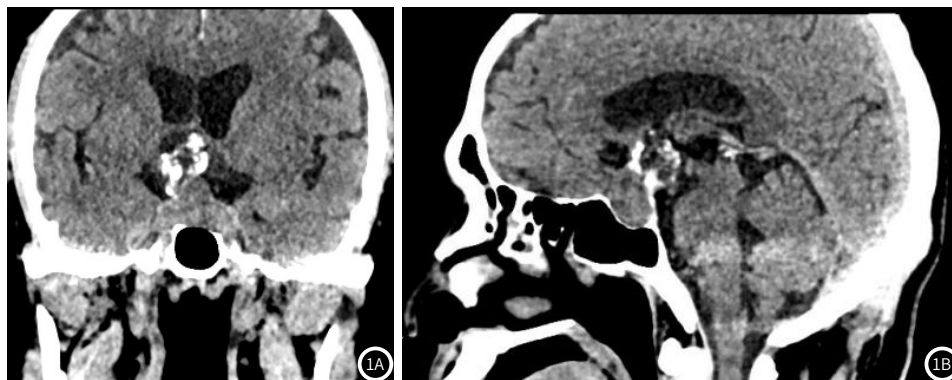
从左向右分别是术前蝶鞍部CT平扫冠状位和矢状位,可以看到蝶鞍内及鞍上区团状软组织密度影,上部病变内见高密度影,鞍底下陷,鞍背变薄。
